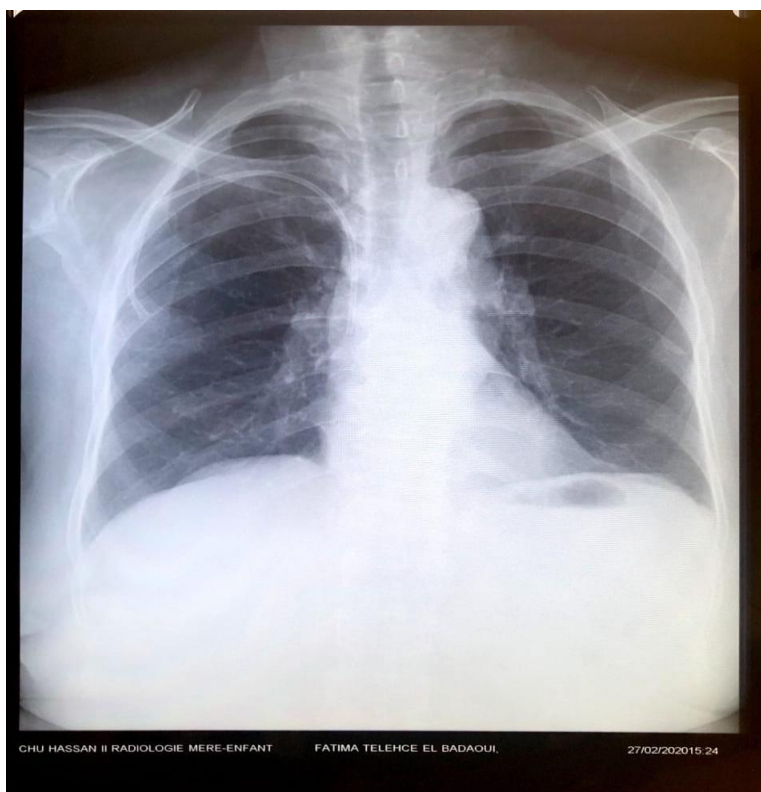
Radiographie thoracique de face, Aspect normal d'un cathéter à chambre implantable.
